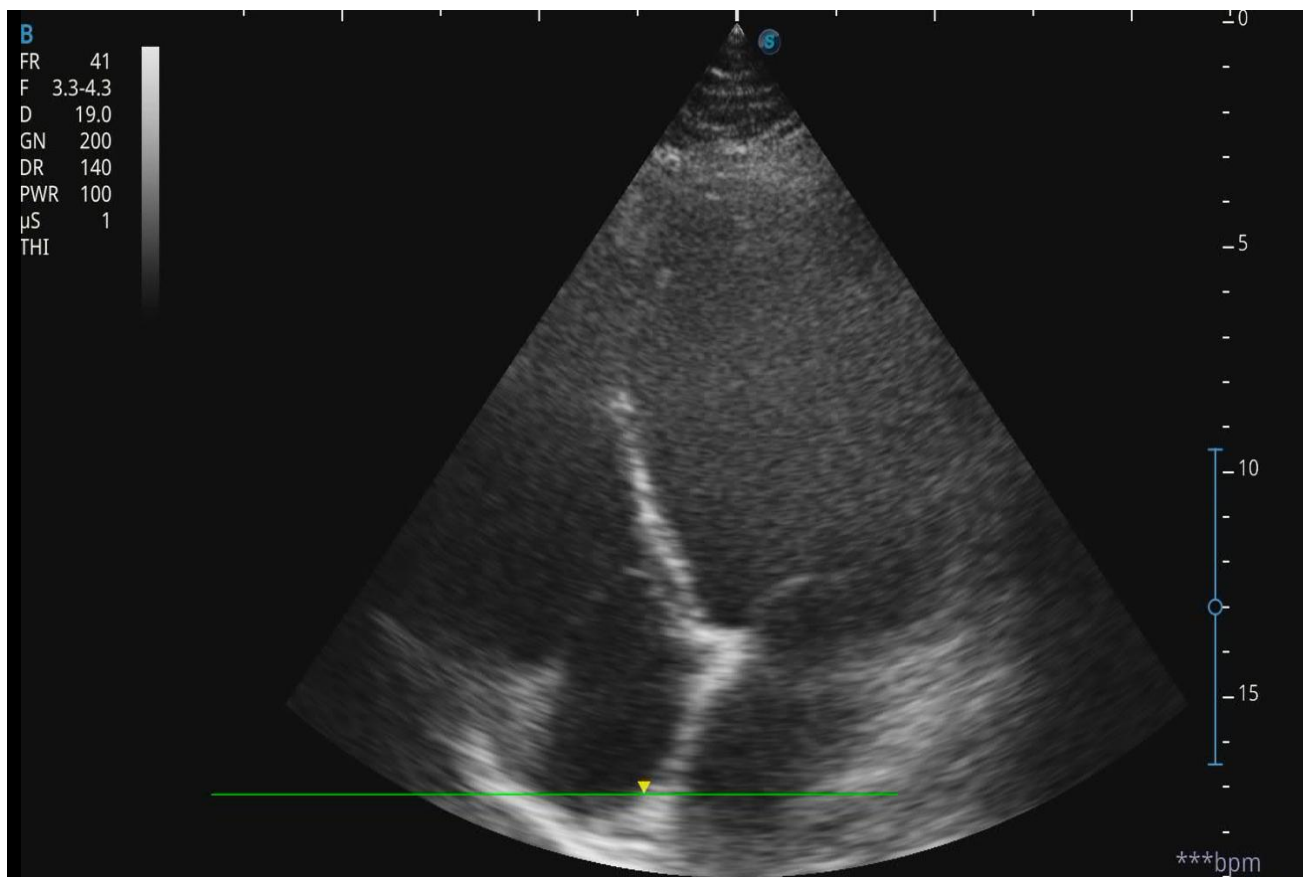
Ecocardiograma transtorácico en vista de 4 cámaras con presencia de dilatación generalizada.
